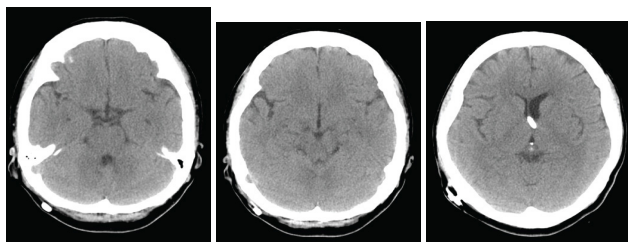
КТ-снимок головного мозга без контраста в осевой проекции через месяц после поступления: виден желудочковый катетер, установленный при шунтировании, с разрешившимся САК и гидроцефалией. Признаки инфаркта головного мозга отсутствовали
